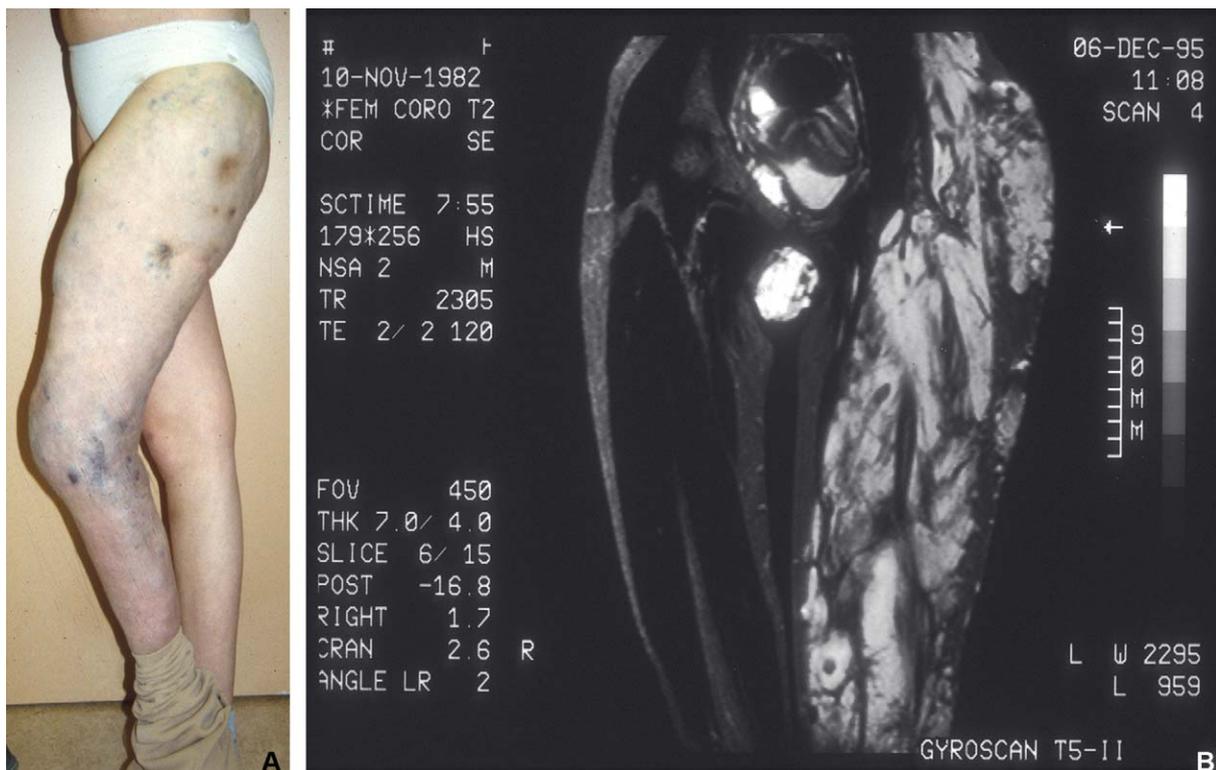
Faiblesse musculaire par remplacement de la majorité des muscles du membre inférieur gauche par une MV (A) confirmée à l'IRM (B).
